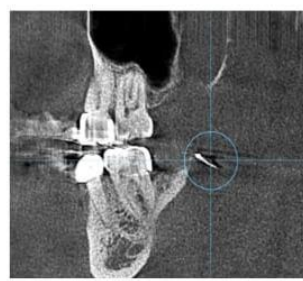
CBCT que muestra la localización tridimensional del fragmento en proximidad al conducto dentario inferior.
